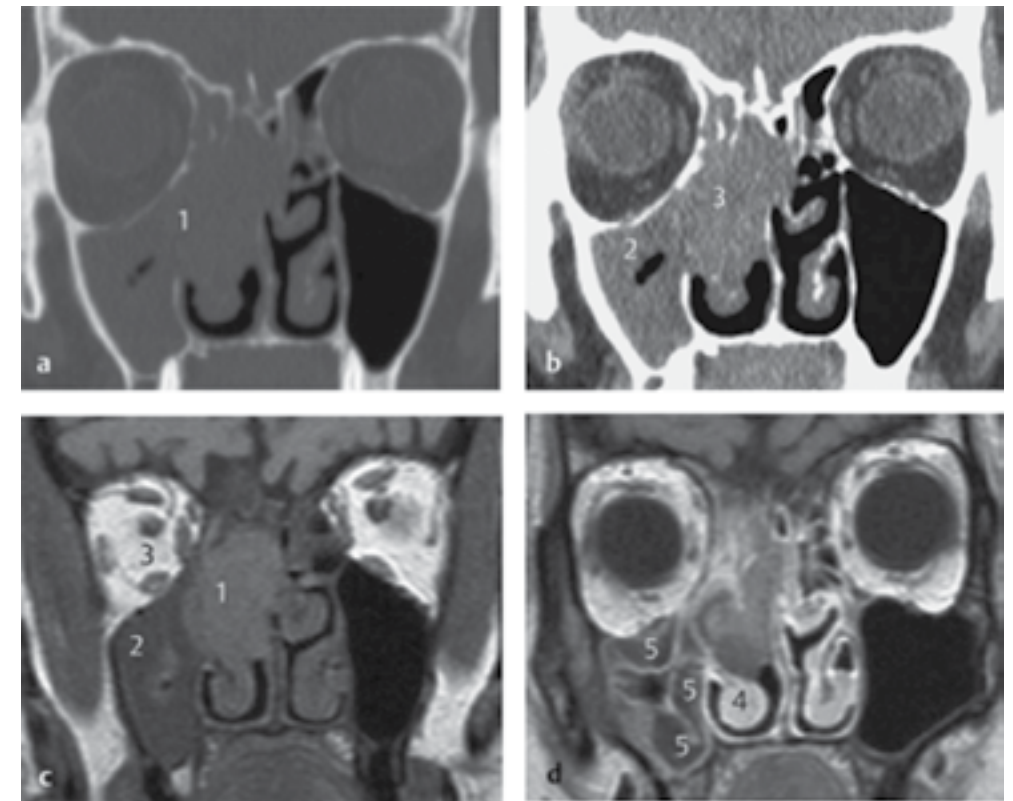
Порівняння КТ та МРТ при візуалізації приносних пазух (випадок пухлини порожнини носа і вторинними змінами правої верхньощелепною пазухи) (Dunnebie et al, 2012). а. Корональний зріз КТ в кістковому режимі (вікні) демонструє затемнення верхньощелепною пазухи справа (1). Добре видима деструкція сітчастих пазух і медіальної стінки верхньощелепною пазухи. Паперовидна пластинка інтактна. б. Зріз КТ в м'якотканному режимі (вікні) вказує на різницю в щільності між вмістом верхньощелепною пазухи (2) та носовою порожниною (3). Введення контрасту може продемонструвати ще більшу різницю в щільності, проте в більшості випадків воно не є включеним в стандартний протокол сканування через додаткову вартість контрасту та можливі ускладнення від введення. с. Корональний зріз МРТ в T1 без контрастного підсилення – ця різниця більш виражена, з візуалізацією пухлини, обмеженою порожниною носа (1). Вміст верхньощелепною пазухи є гіпоінтенсивним (2), що свідчить на користь ретенційної кисти або затримки слизу, пов'язаної з обструкцією остіо-меатального комплексу. Нема поширення інтраорбітально, на що нам вказує “сигнал жиру” гіперінтенсивний в T1 (3). д. Зріз МРТ T1 з контрастом демонструє гетерогенне накопичення контрасту пухлиною з чітким контуром та збереженням нижньої носовою раковини (4). Вміст верхньощелепною пазухи включає три гіпоінтенсивні структури (кистозні) з накопиченням контрасту по контуру (5), характерні для ретенційних кист.
